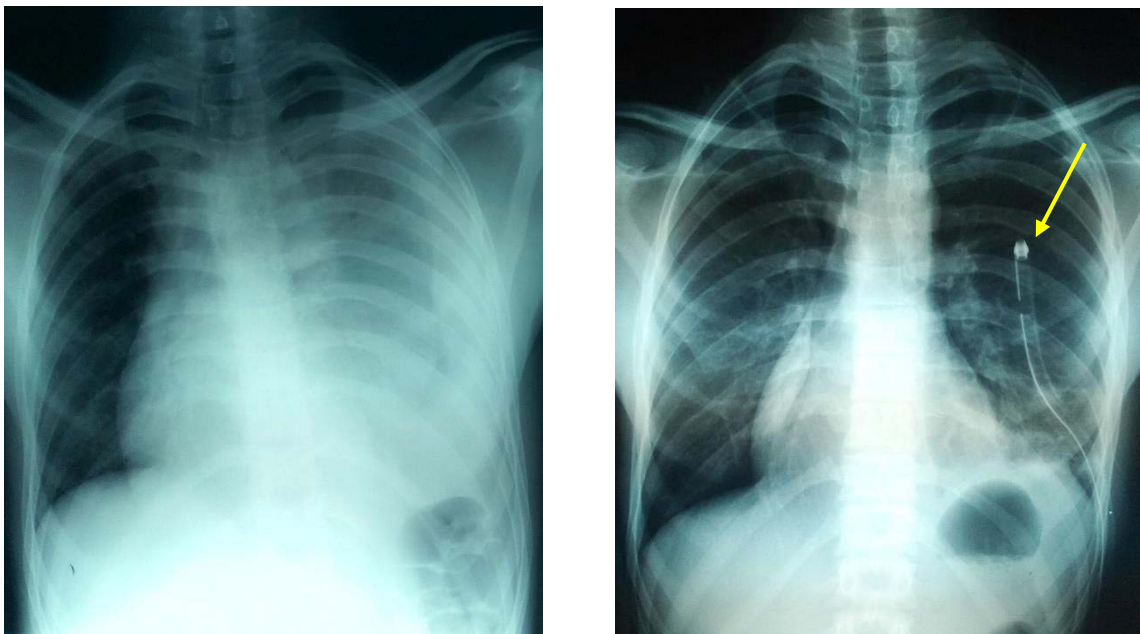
Radiographie thoracique : hémithorax droit de grande abondance avant et pendant le drainage
